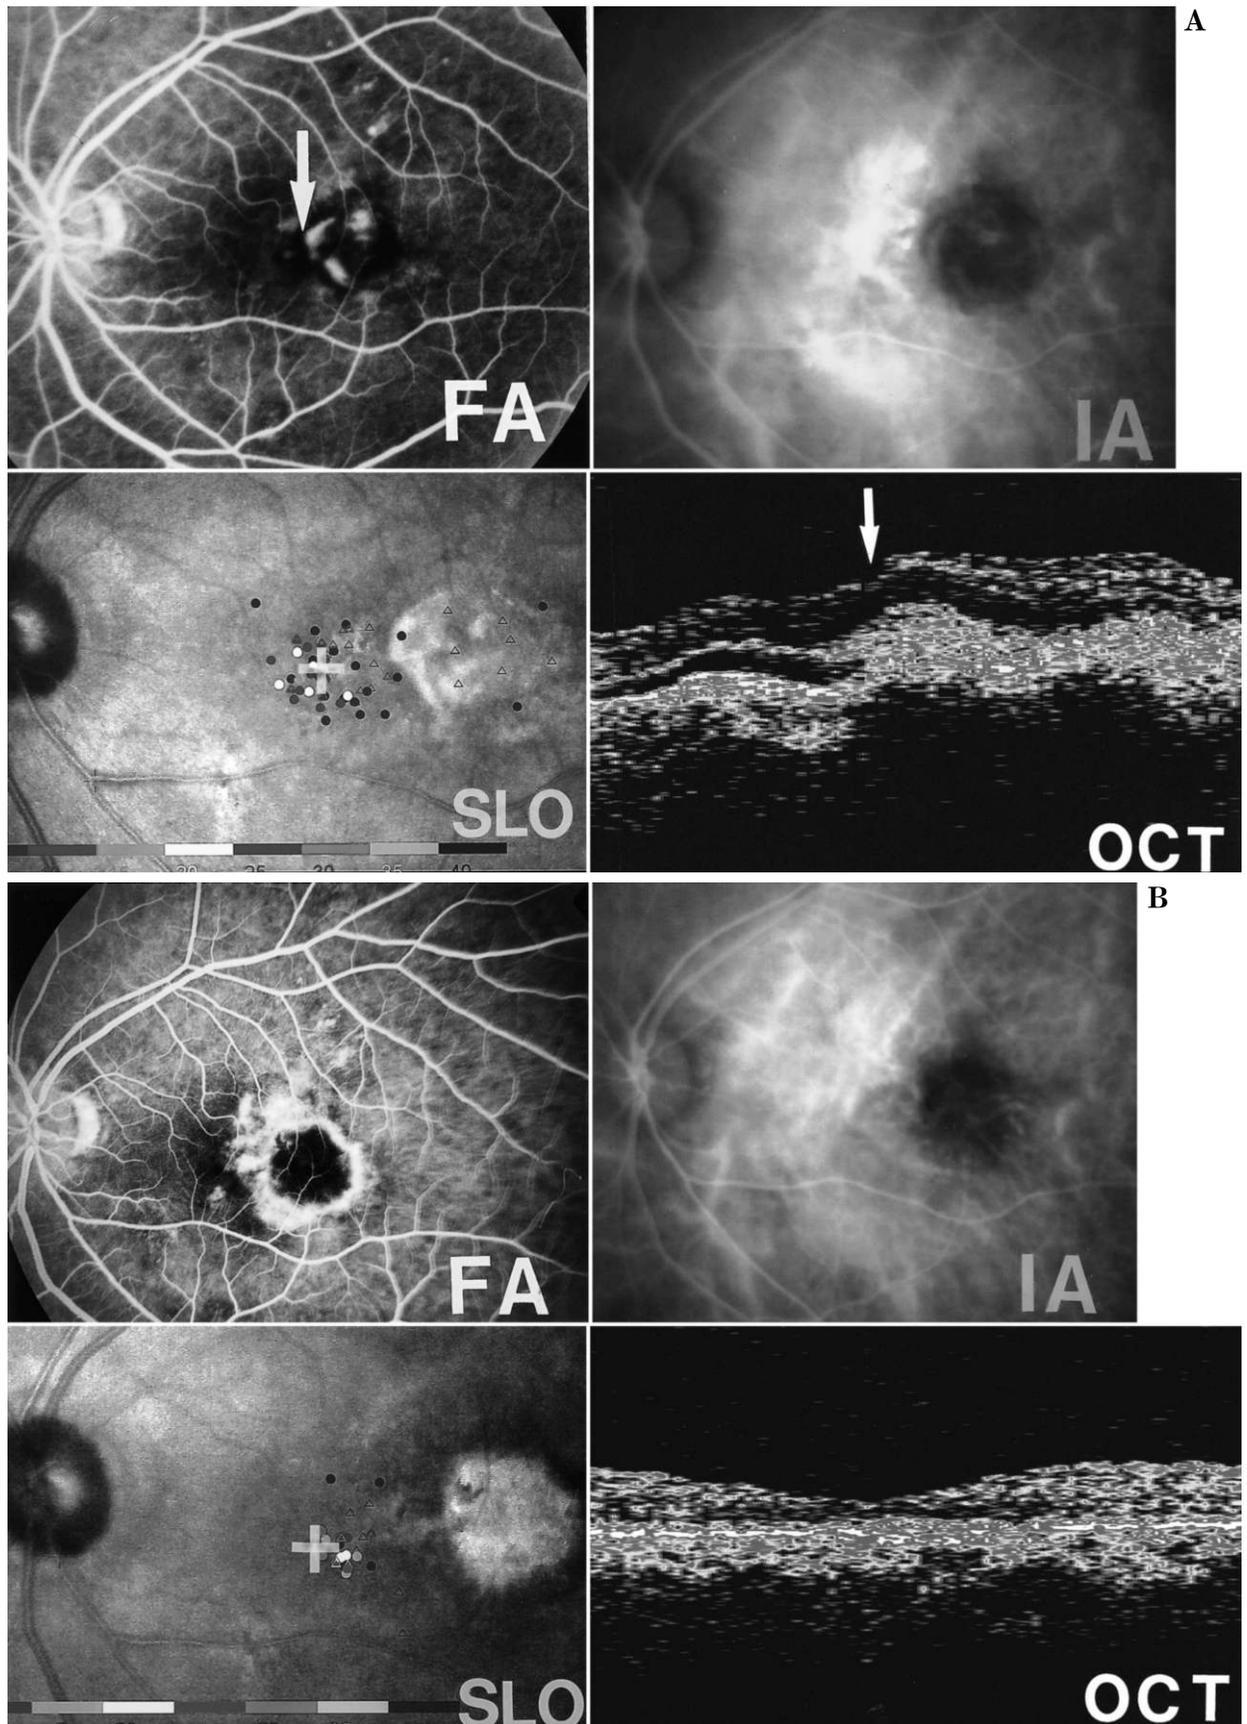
50 歳, 男性. 中心窩耳側の CNV に対して光凝固を行った後に, 中心窩に向かって再発した. フルオレセイン蛍光眼底造影 (fluorescein angiography: 以下, FA), インドシアニングリーン蛍光眼底造影, 光干渉断層法 (optical coherence tomograph: 以下, OCT), 走査レーザー検眼鏡を用いた microperimetry 検査結果を示す. A: 術前視力は 0.3, 固視点 (+) は中心窩にみられ, 中心窩網膜感度は 30 dB, type 1+2 の傍中心部窩 CNV の再発 (矢印) が FA と OCT でみられる. B: 術後最高視力は 1.2, 固視点 (+) は中心窩にみられ, 中心窩網膜感度は 30 dB である.
